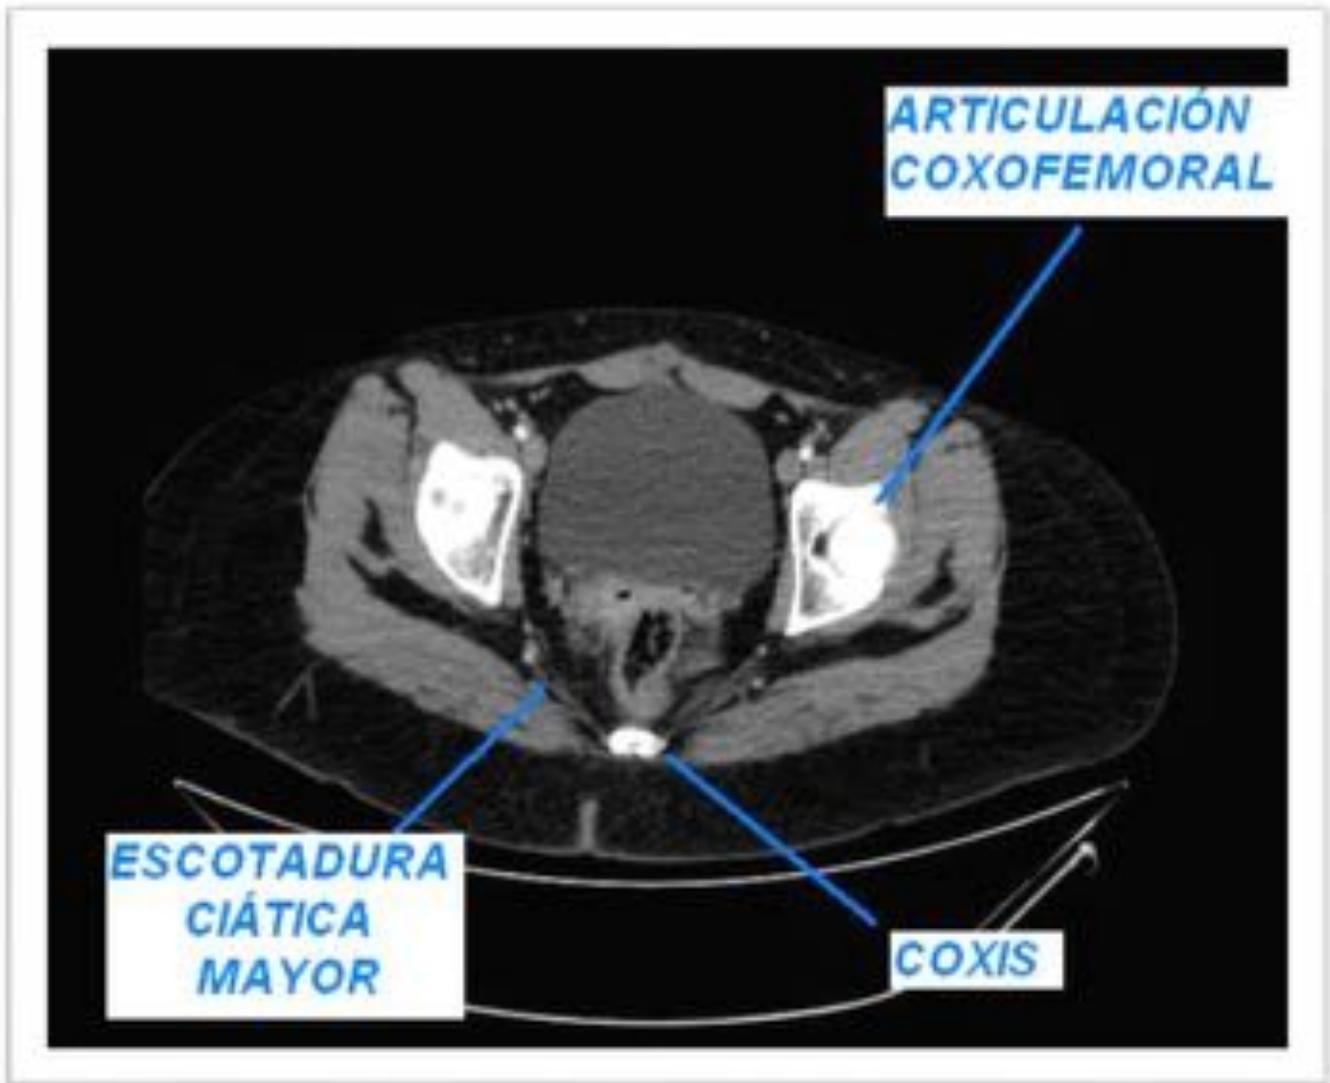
Imagen de TC en plano axial a nivel pélvico. Detalle de la altura de la articulación coxofemoral y su relación con la escotadura ciática mayor, a nivel coxis.
